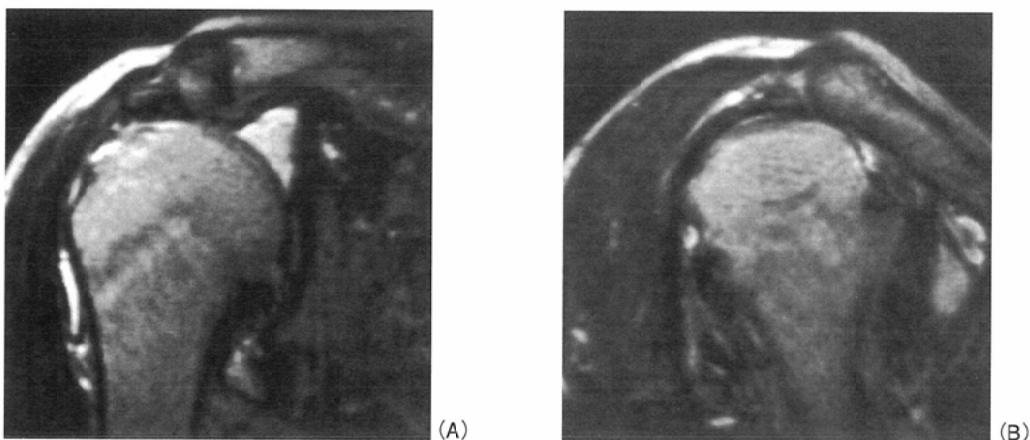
The supraspinatus tendon is not observed between the deltoid muscle and the humeral head. (A) oblique coronal T2-weighted image . (B) oblique sagittal T2-weighted image.
